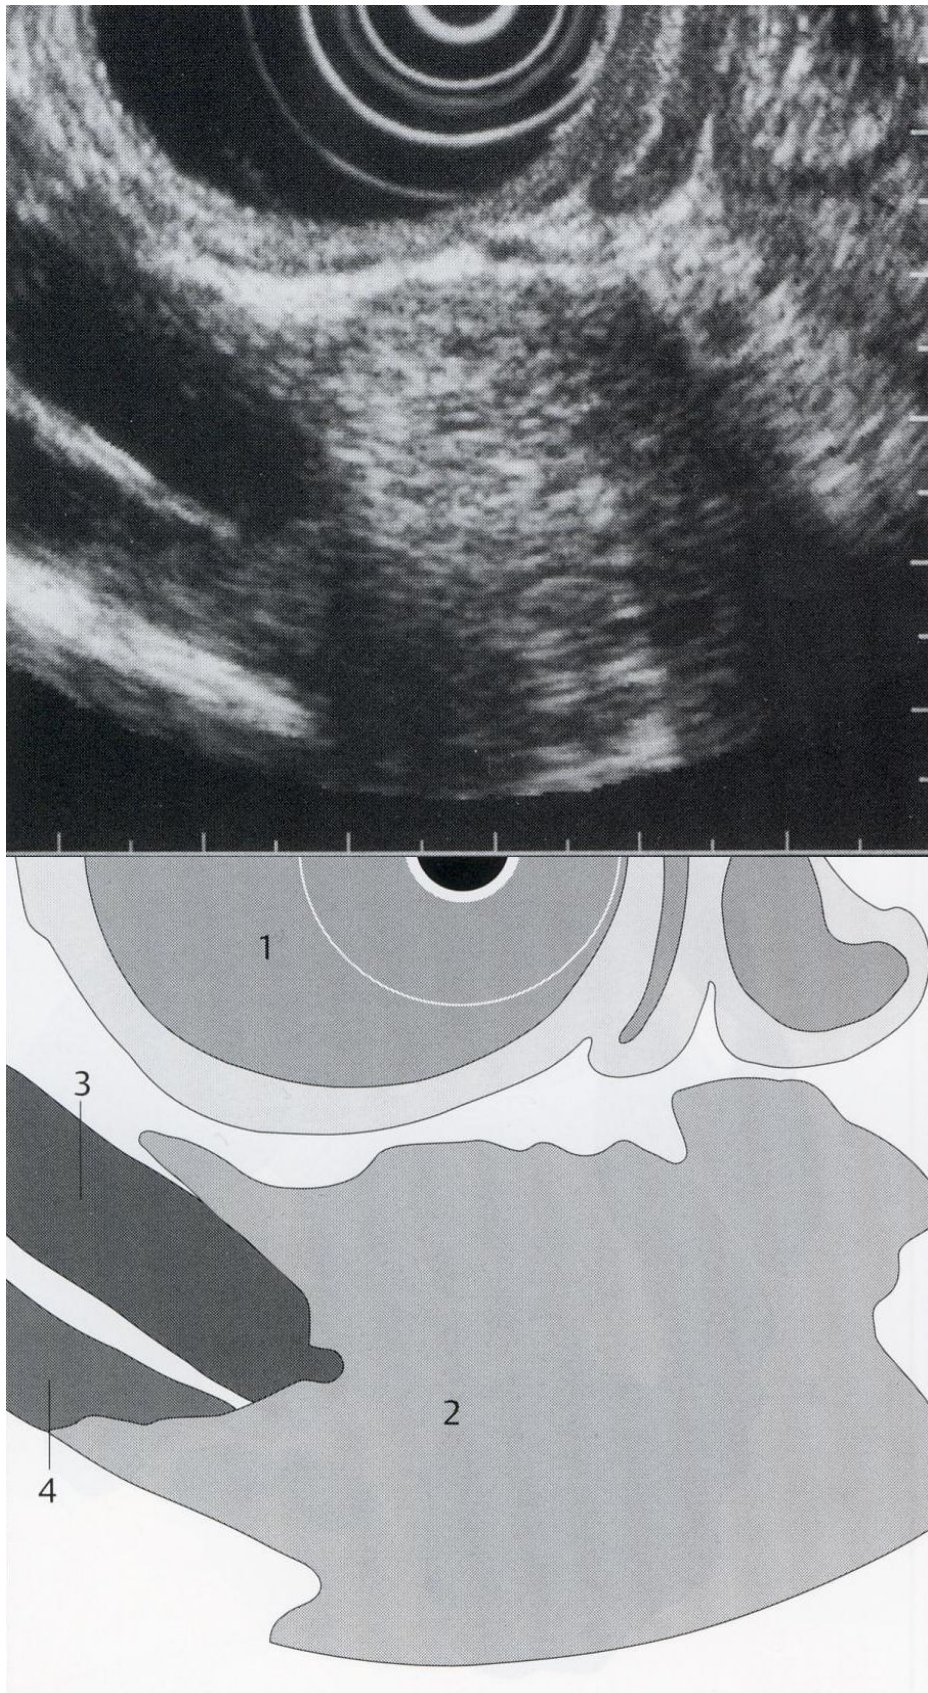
Ampulární adenom. Endosonografický obraz tumoru ukazuje pouze zvětšenou papilu, EUS umožňuje vyhodnocení rozsahu tumorózní infiltrace. Pomocí EUS nelze určit, zda léze je maligní nebo benigní.
